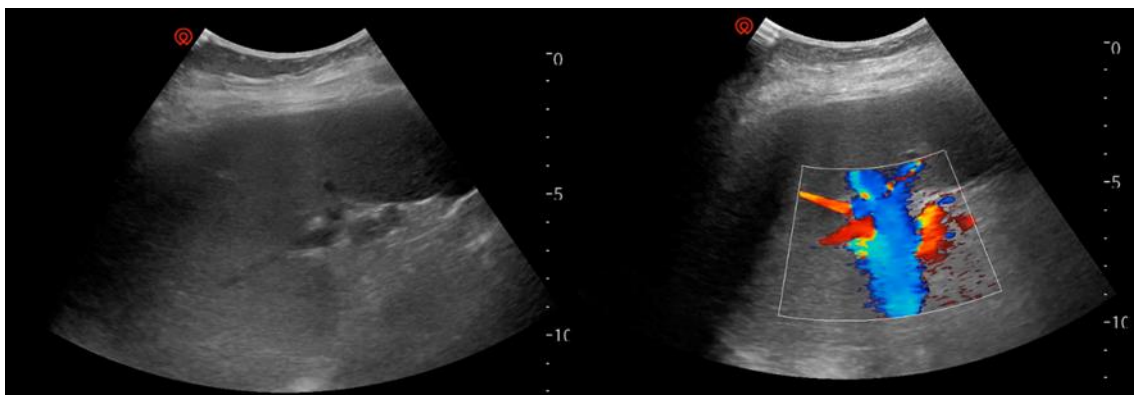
Eje largo de bazo con punto de insonación en línea axilar posterior izquierda. A la izquierda el mismo plano a la aplicación de función doppler color.
